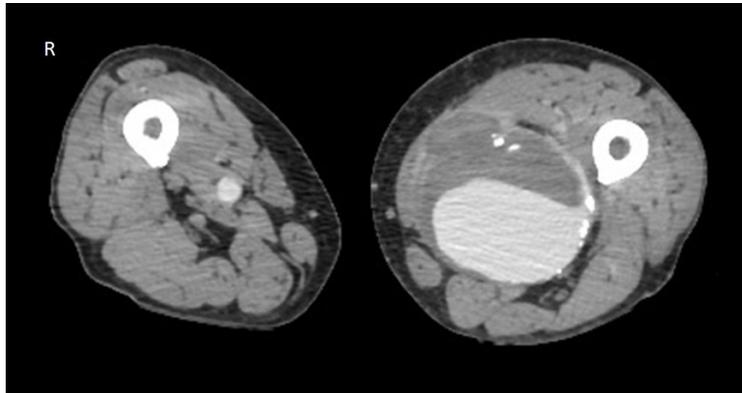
Angiotomografia computadorizada evidenciando dilatação aneurismática sacular no terço distal de artéria femoral superficial esquerda, medindo 11,4 × 8,8 cm em seus maiores eixos transversais, com grande trombo mural.
